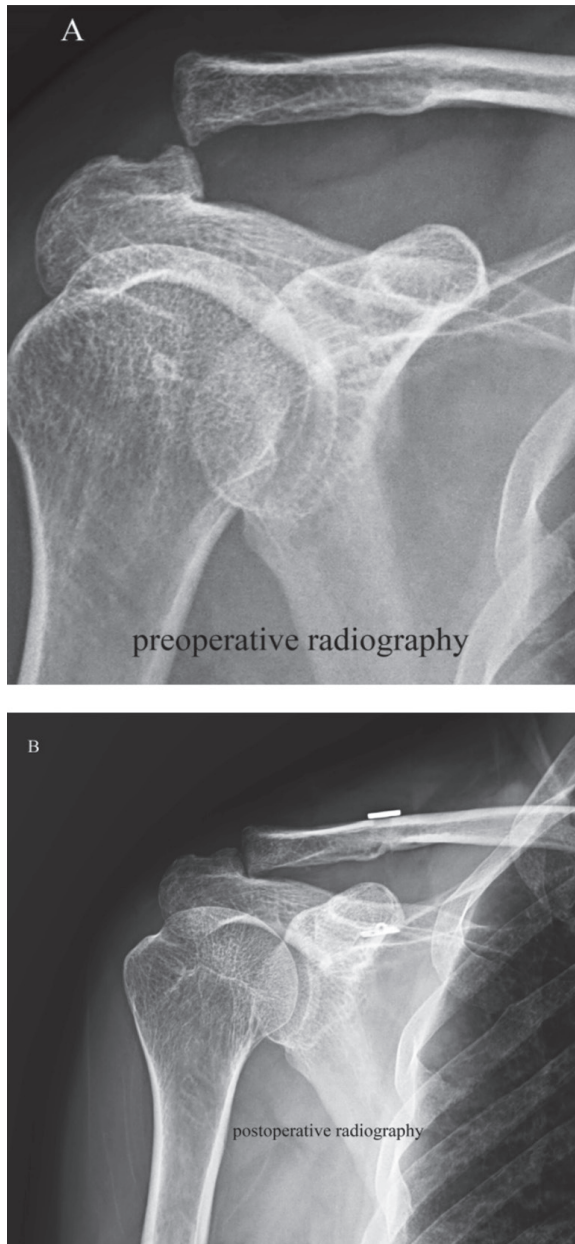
Endobutton technique (A) preoperative and (B) postoperative X-ray.
